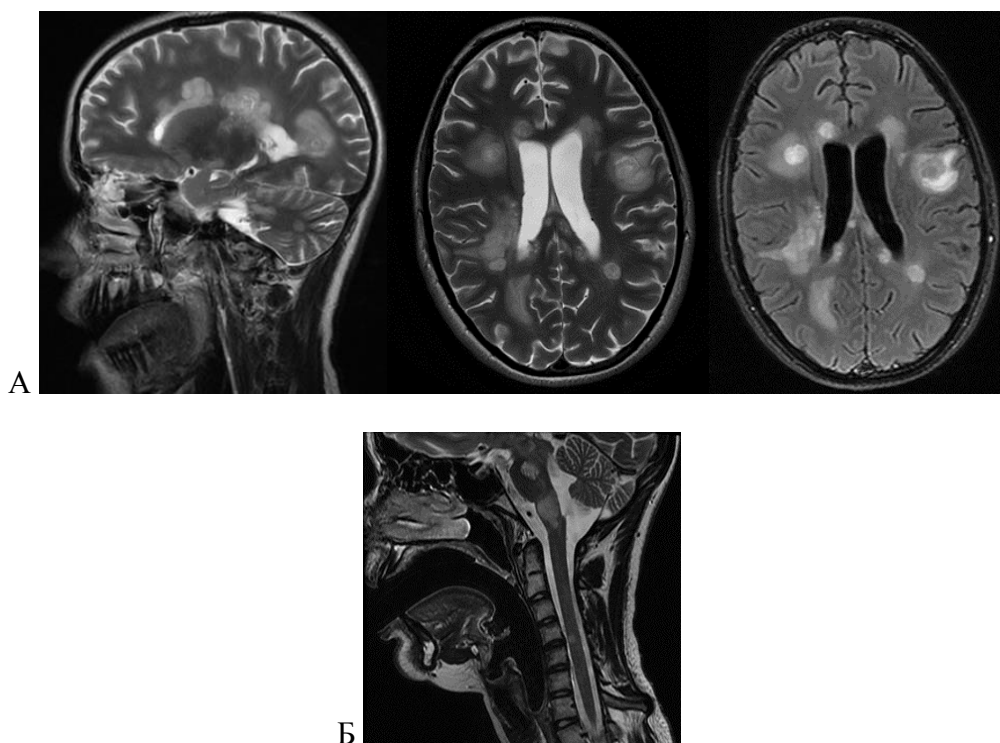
МРТ головного (А) и шейного отдела спинного мозга (Б) пациентки Р., 15 лет, от 05.06.2017 г. T1-ВИ
